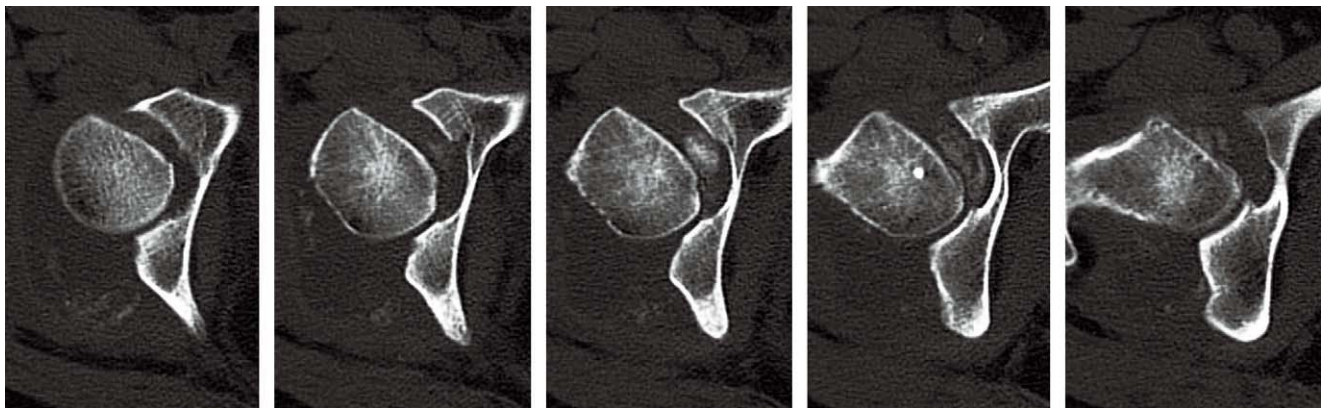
Second preoperative axial CT scans show bony defect of posterior wall of acetabulum and anterior aspect of femoral head.
